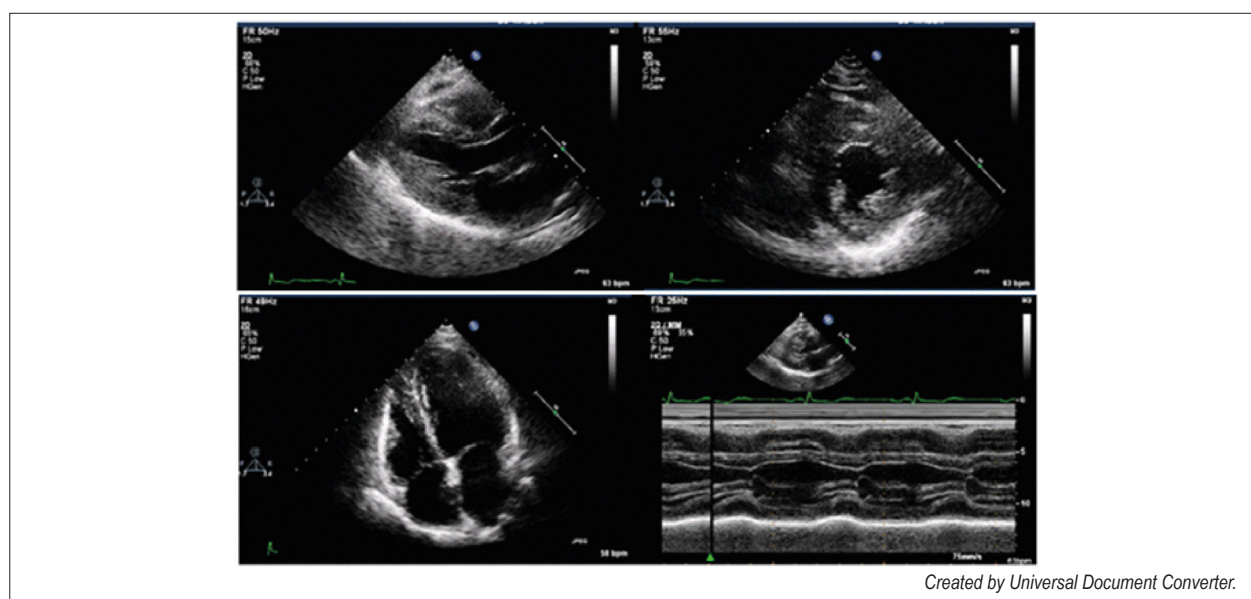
Ecocardiograma transtorácico referente ao segundo atendimento.
